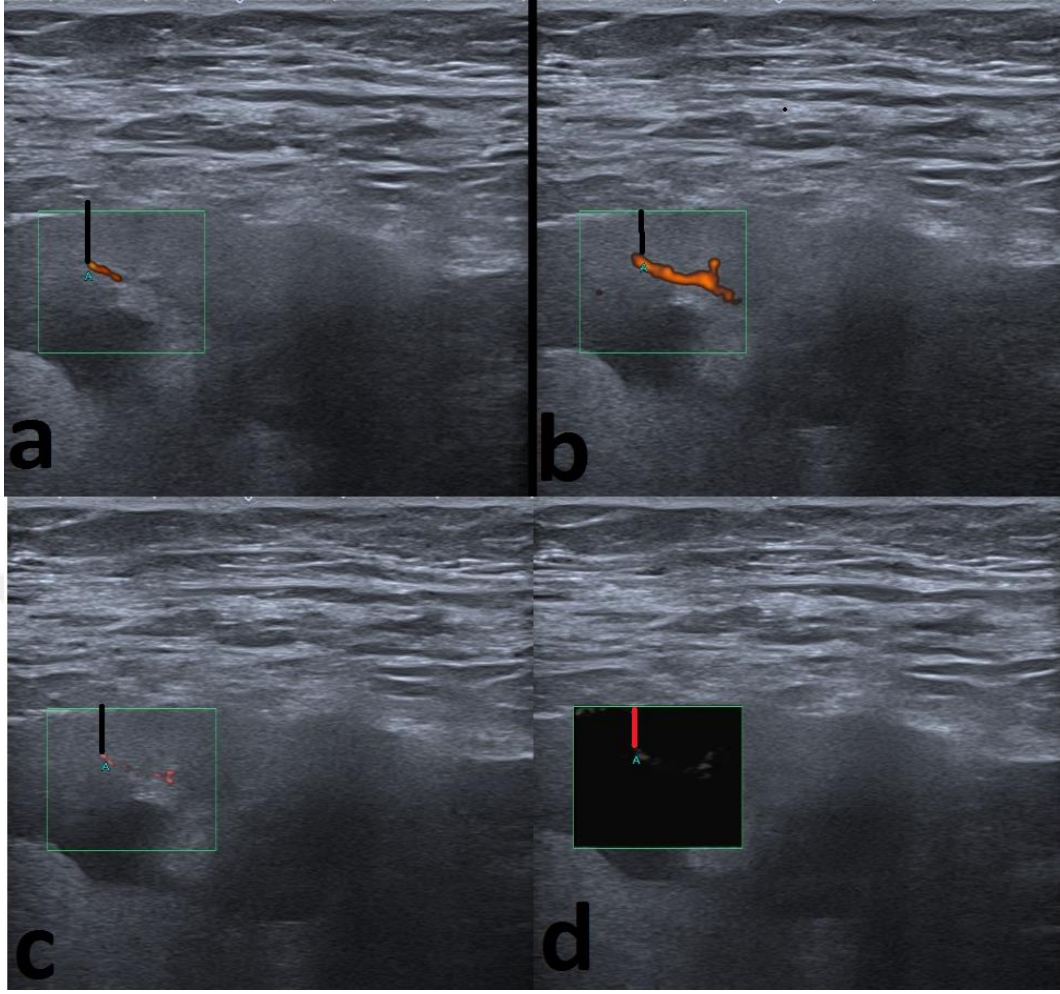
Yirmi üç yaşındaki iki yıl önce böbrek nakli yapılan kadın olgunun a) Renkli Doppler incelemesinde böbrek kapsülü ile damar arasındaki mesafe 2,2 mm ölçüldü b) Power Doppler incelemede kapsül-damar mesafesi 0,7 mm ölçüldü. c) cSMI ve d) mSMI görüntülemelerinde periferel vasküler yapının böbrek kapsülüne kadar takip edildiği ve arada mesafe olmadığı görülmektedir. Banff skorlamasından elde edilen CADI skoru 2 olarak hesaplanmıştır ve olgu düşük CADI skor grubunda yer almaktadır. Doppler incelemelerinde hesaplanan kapsül-damar mesafeleri renkli Doppler hariç kesim değerlerinin altında olup patoloji sonucuyla korelasyon göstermektedir. Olgunun ölçülen RI değeri 0.65 ve serum kreatinin değeri 1,16 mg/dl idi.
